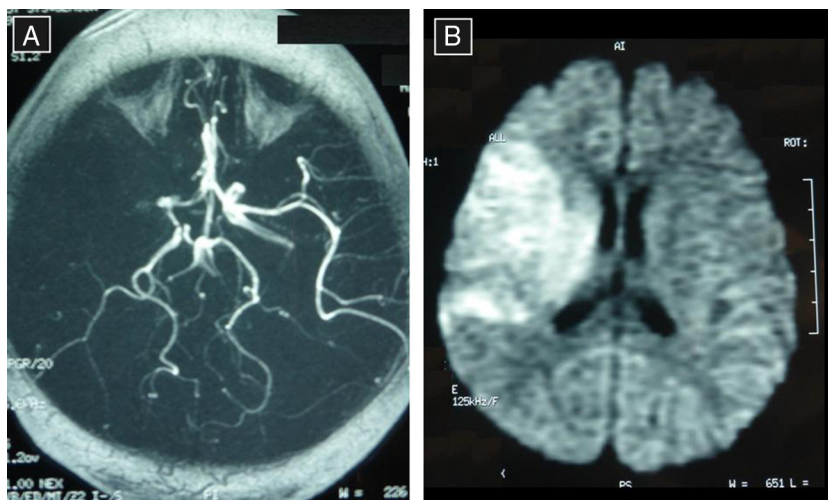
A) Resonancia magnética cerebral; Secuencia Tof: oclusión de arteria cerebral media derecha proximal. B) Resonancia magnética cerebral; Secuencia difusión: restricción a la difusión en el territorio de la arteria cerebral media derecha, sugestivo de infarto isquémico hiperagudo en dicho territorio.
